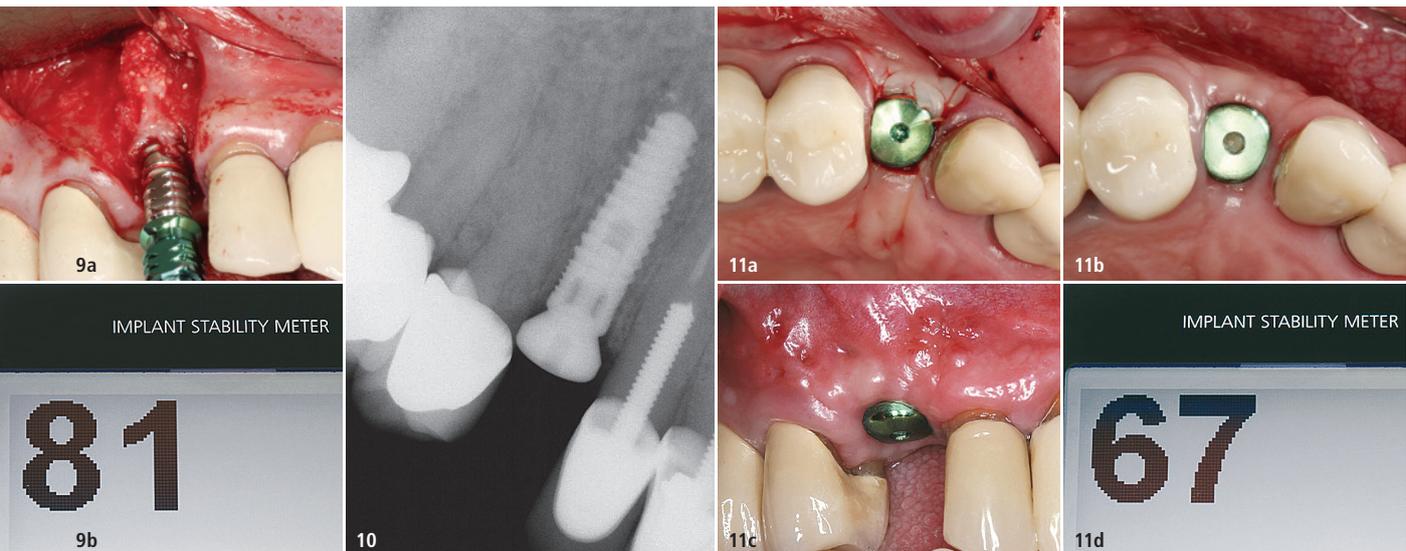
Alveolarkammerweiterung ohne Dehiszenz ermöglichte die Implantation in autogenen Knochen über die gesamte Länge mit ISQ-Wert 81. – Abb. 10: Röntgenaufnahme der Implantation. – Abb. 11a: Weichgewebeaugmentation durch modifizierten Rolllappen auf der bukkalen Seite des Implantatbereichs 13. – Abb. 11b–d: Nach einer Heilphase von drei Wochen betrug der ISQ-Wert 67.
